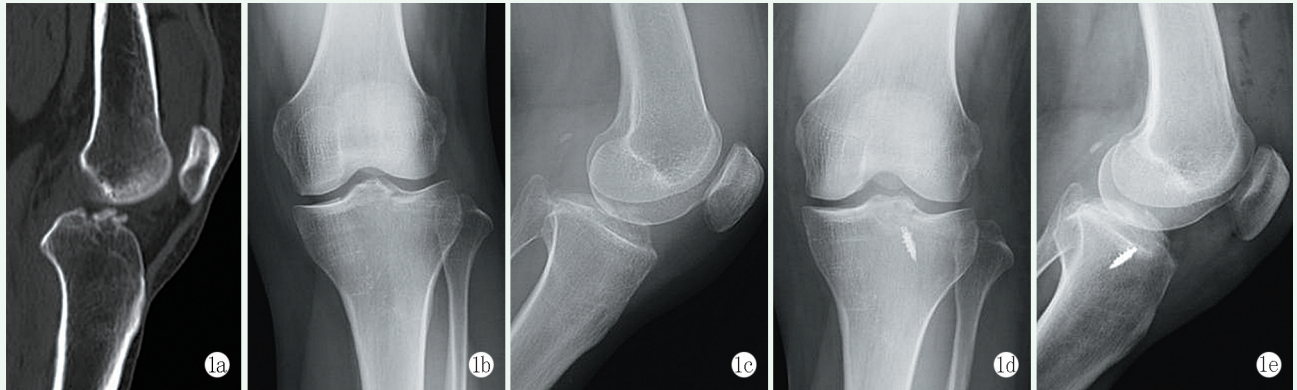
患者, 男, 42岁, 左膝关节 ACL 胫骨止点撕脱骨折, 行镜下锚钉固定术治疗 1a: 术前 CT 显示 ACL 胫骨止点撕脱骨折, 不伴有膝关节其他骨折 1c, 1d: 术前正侧位 X 线片示 ACL 胫骨止点撕脱骨折 1d, 1e: 术后 6 个月正侧位 X 线片示骨折线已模糊, 骨折愈合良好, 锚钉固定在位
